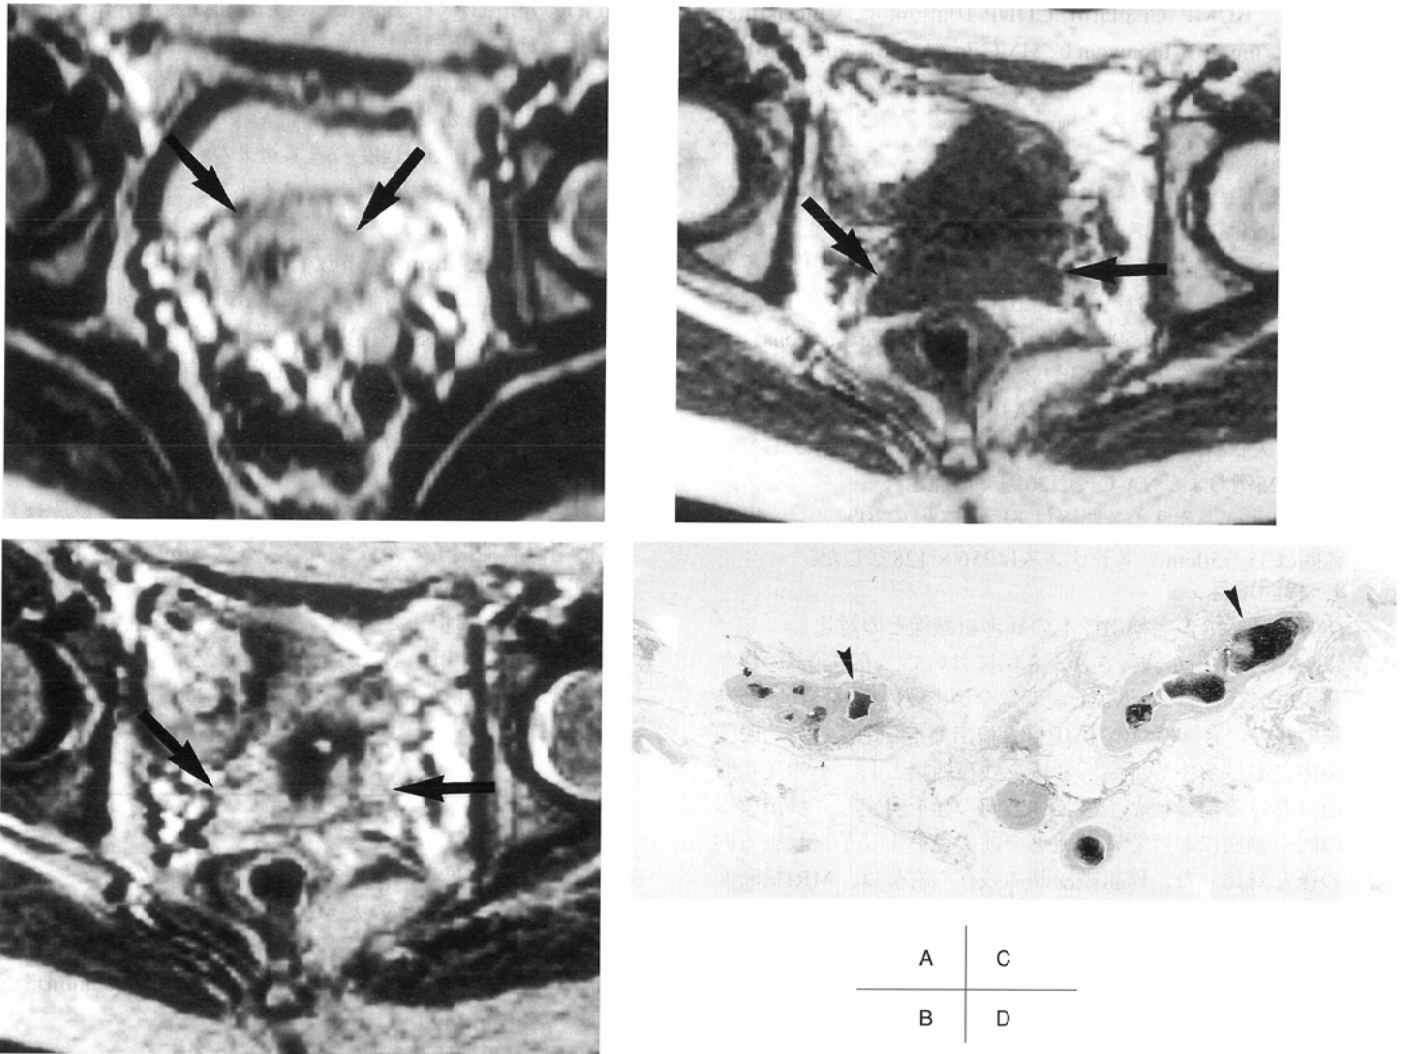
A 44-year-old woman with cervical carcinoma. (A) Paraaxial T2-weighted images before NA-C show large tumor invading bilateral parametrium (arrow). Low intense stromal ring is not found except for right side. Tumor extends beyond the stromal ring to invade bilateral parametrium. (B) After the fourth course of NA-C, T2-weighted images show that tumor in the cervical canal disappears and stromal ring is repaired entirely. However, both sides of parametrium exhibit low intensity in the T1-weighted images (C, arrow) and high intensity in the T2-weighted images (B, arrow), suggestive of residual parametrial invasion. Pathological examination reveals no tumor cell. Thickening walls of capillary vessels and blood congestion are observed (D, arrow head).
